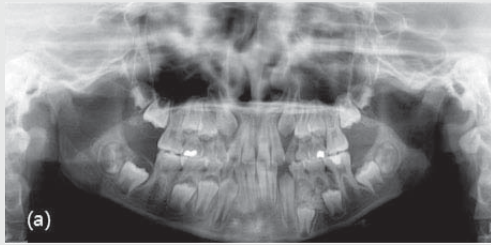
(a) 10세 여아에서 하악 좌측 소구치부의 치아종 (b) 초진시 CBCT상에 치아종이 소구치의 상방에 있어 소구치의 맹출을 방해하고 있다 (c) 유치발거와 치아종을 제거한 1개월 후의 사진이다.
